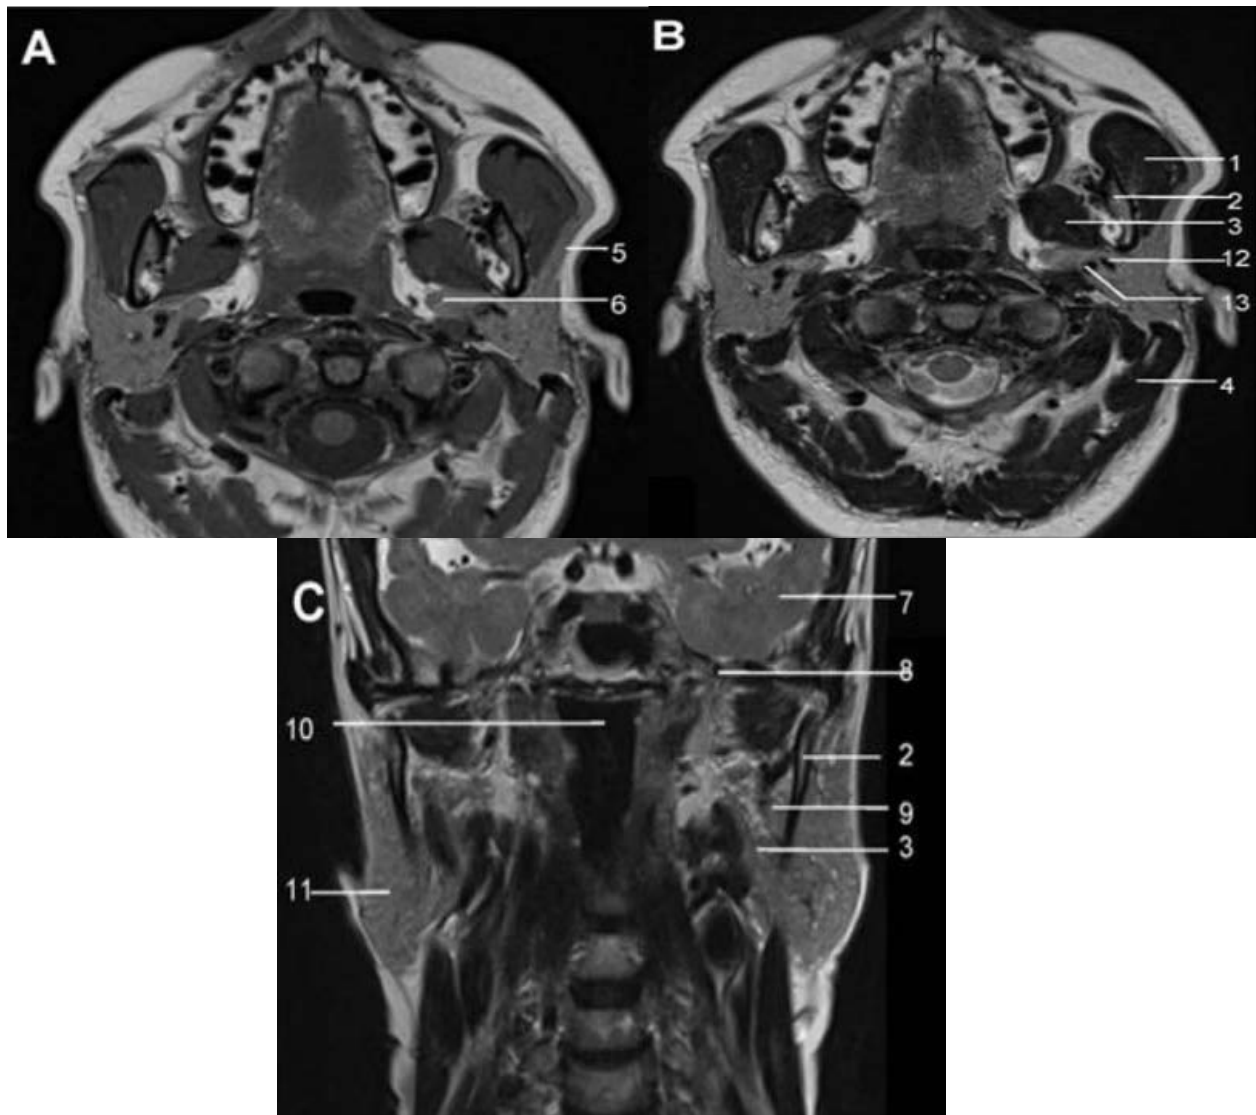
Radio anatomie IRM de la glande parotide en coupes axiales en séquence T1 (A) et T2 (B) et en coupe coronale T2 (C)(90)
